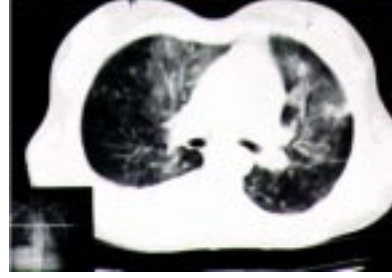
Akciğer grafisinde pamuk atılmış tarzda ödem
